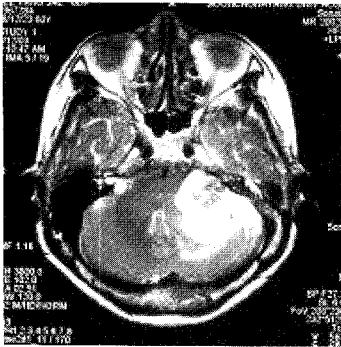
Brain MRI (2003.8.12)
